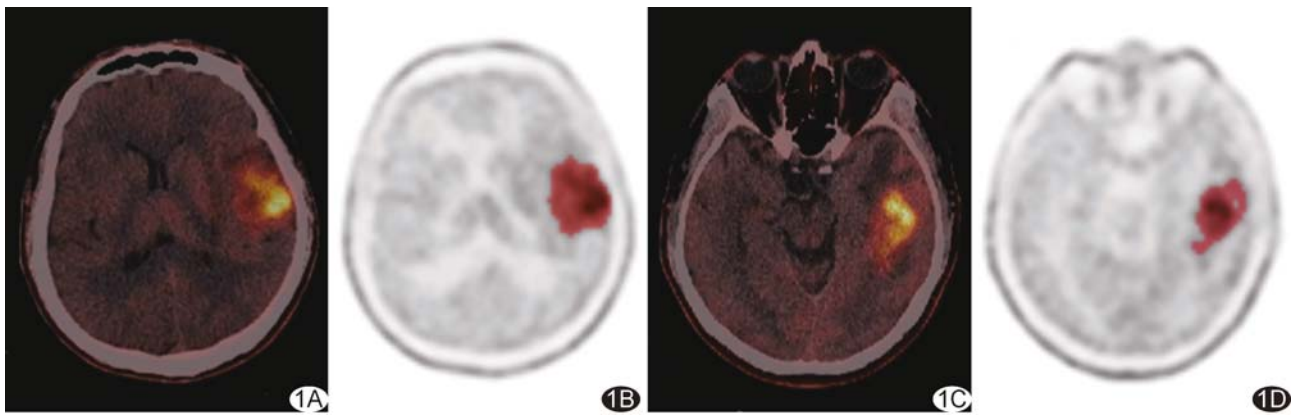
胶质母细胞瘤¹¹C-MET PET/CT 图 A、B. 胶质母细胞瘤 IDH1 突变 PET/CT 图(A)及勾画 ROI 图(B); C、D. 胶质母细胞瘤 IDH1 野生型 PET/CT 图(C)及勾画 ROI 图(D)
